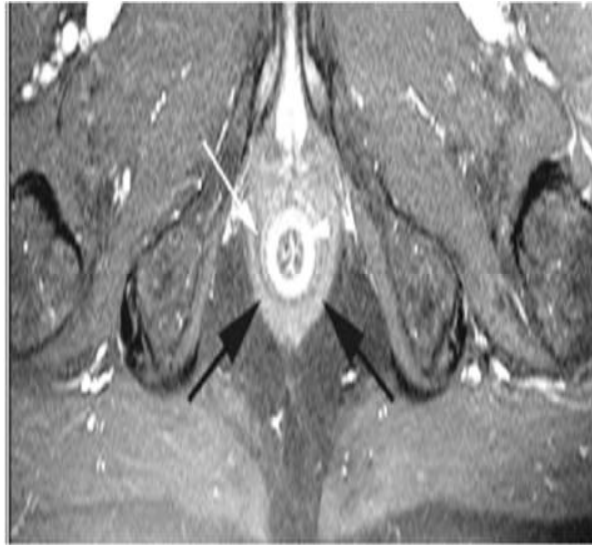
Aspect IRM normal du canal anal en T1[28] :
